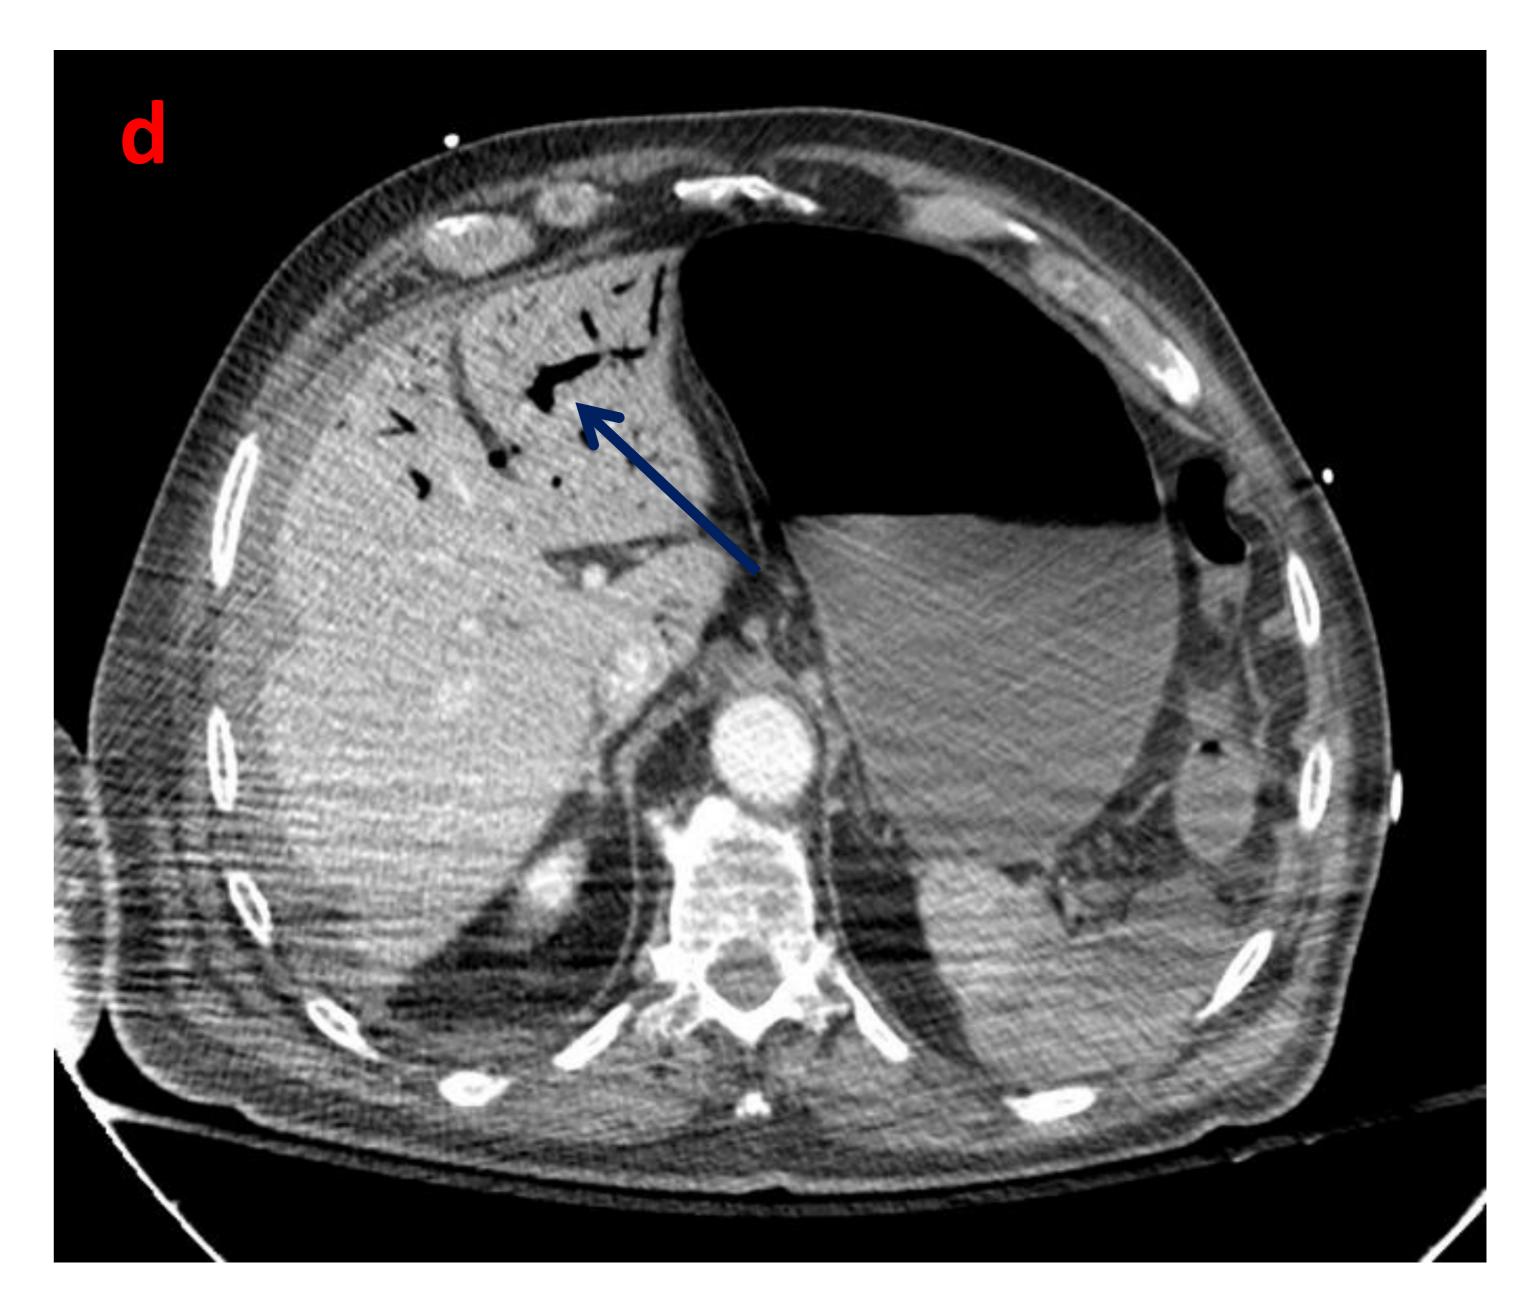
(a,b) TC abdominopélvico que muestra oclusión completa de la arteria mesentérica superior, desde su porción más proximal, hallazgos compatibles con IMA (flechas rojas). El paciente, tras realización de tratamiento endovascular, presentó mala evolución, con progresión de la isquemia. En el TC de control se aprecian asas que no realzan, datos de neumatosis intestinal (c, flechas amarillas) y desarrollo de neumatosis portal (d, flecha azul).
